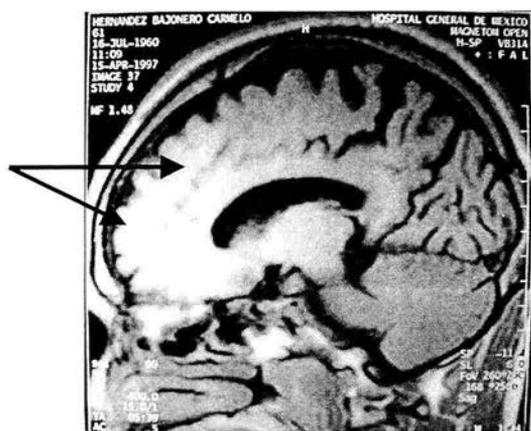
Resonancia magnética de cráneo, corte sagital (paciente II.1, familia 1). Se señala con flechas la atrofia moderada de corteza y sub-corteza cerebral.
